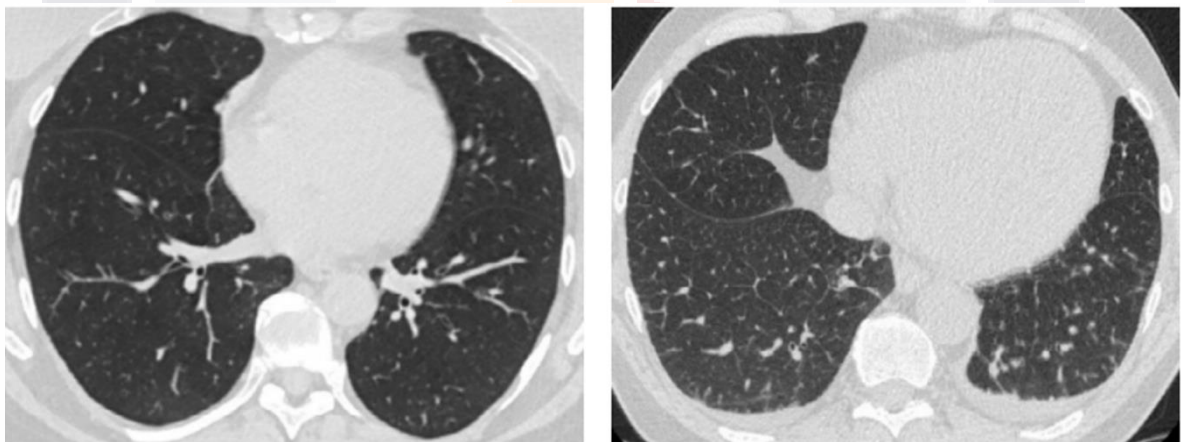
A. TC de tórax en corte axial sin hallazgos (normal). Imagen 9 B. Pequeño puntillado, micro nódulos centrolobulillares y ligero aumento de calibre capilar, segmentos 6 bilateral, y aparente derrame pleural laminar bilateral predominio izquierdo. Diagnóstico de edema pulmonar intersticial.
